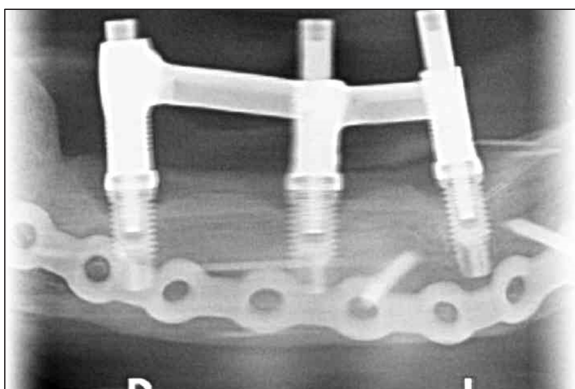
Zdjęcie pantomograficzne – kontrola radiologiczna po zabiegu implantacji.
